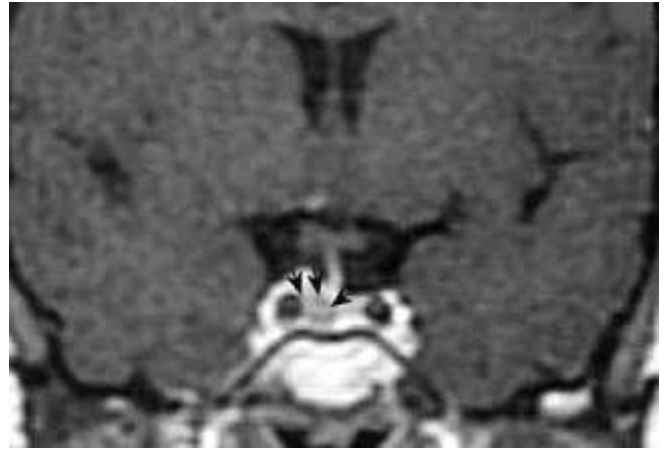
IRM cérébrale, Coupe coronale en T1 + gadolinium : Micro-adenome droit. La lésion est bien visible après injection de produit de contraste, elle reste hypo-intense par rapport à la glande saine et bien limitée.
